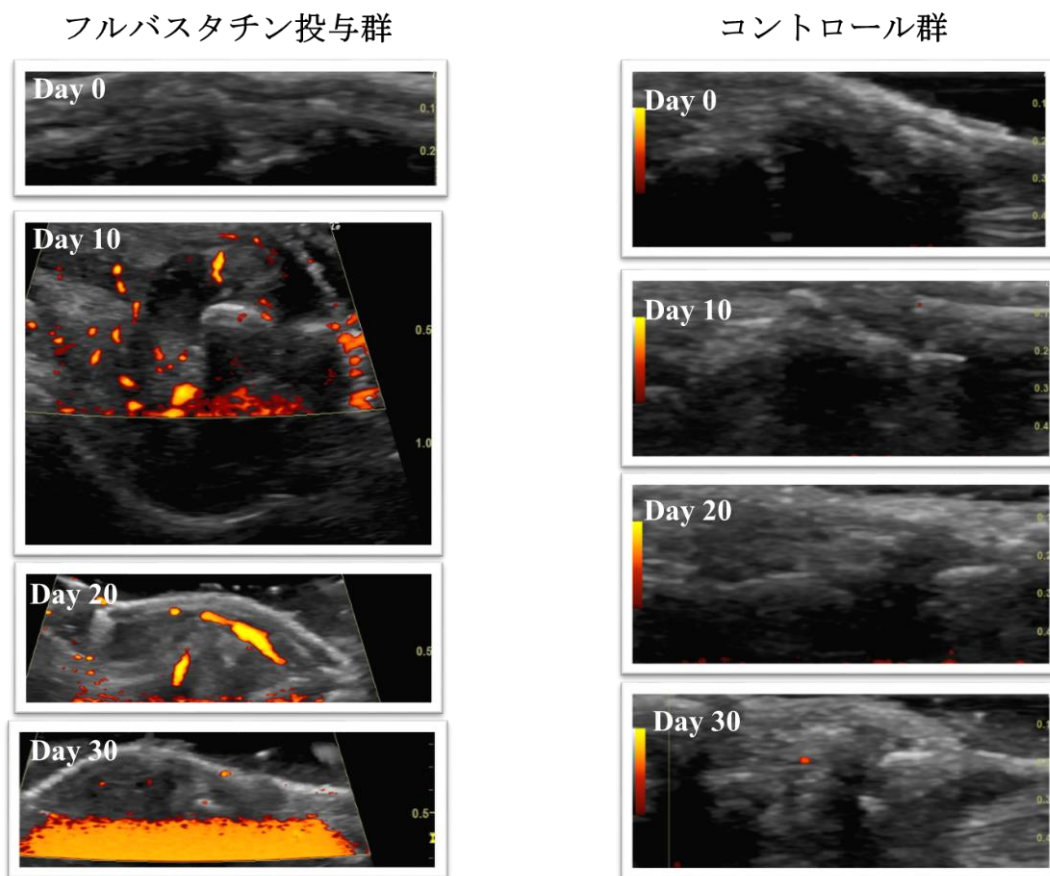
関節超音波検査における滑膜炎の経時的評価
